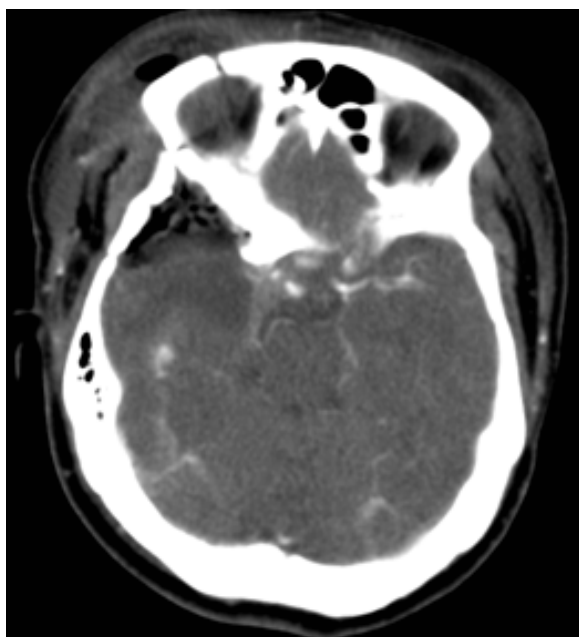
Tomografía axial computarizada de un paciente con meningioma cavernoso resecado con abordaje orbito-cigomático derecho (flecha).
